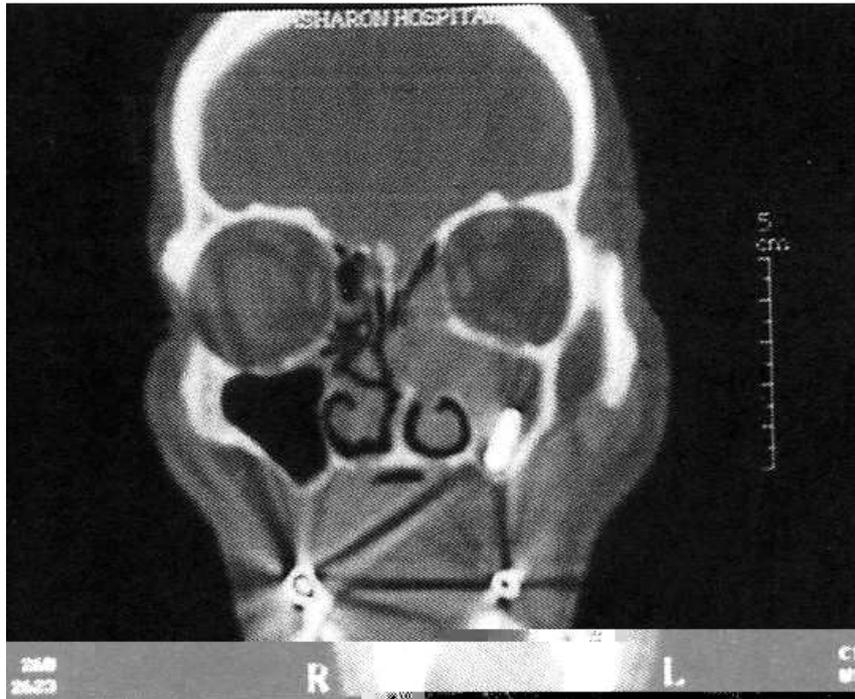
Coupe TDM coronale d'une femme de 67 ans présentant une sinusite aïgue maxillaire gauche et une sinusite frontale et etmoïdale avec une migration sinusienne de l'implant.
